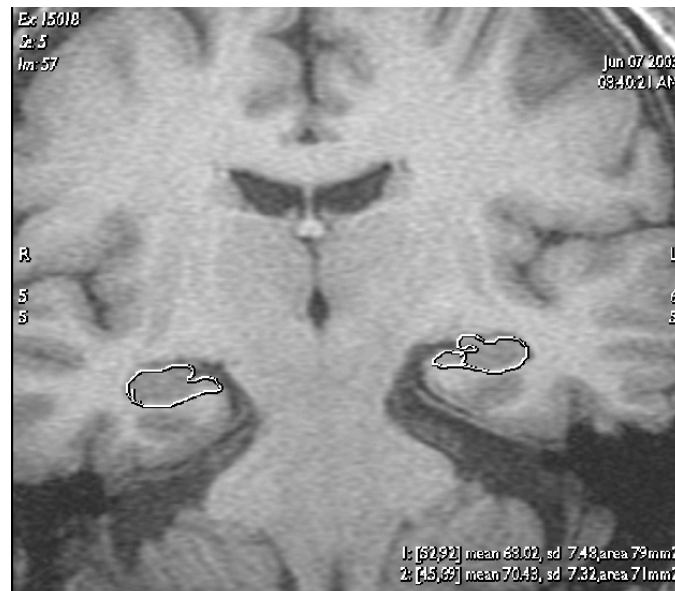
Exemplo de uma imagem de RM com a segmentação manual do hipocampo, esquerdo e direito, efectuada por um médico no plano coronal.
